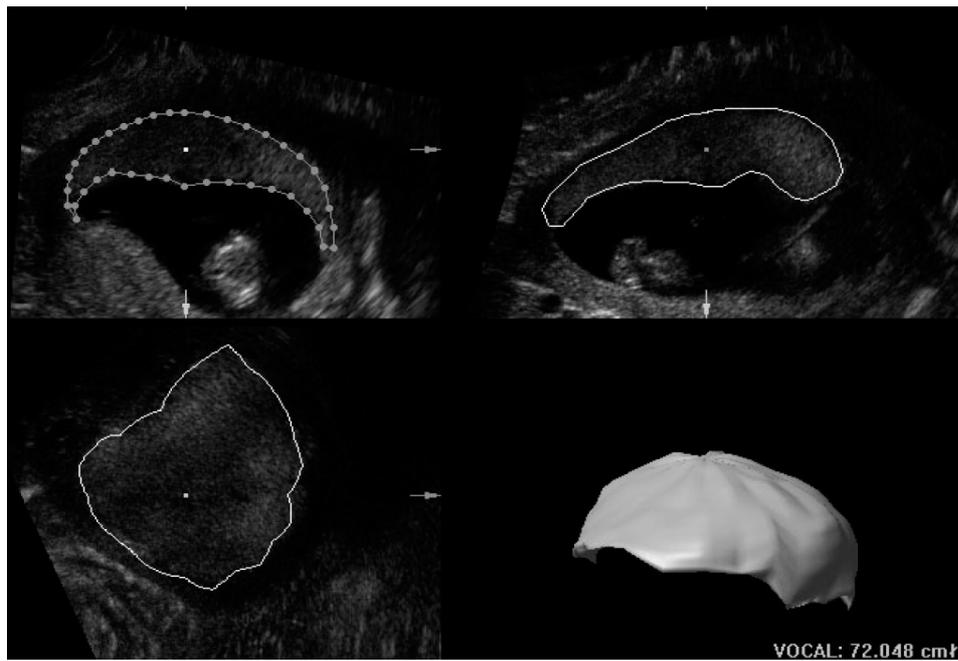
Measurement of the placental volume using 3D sonography.
